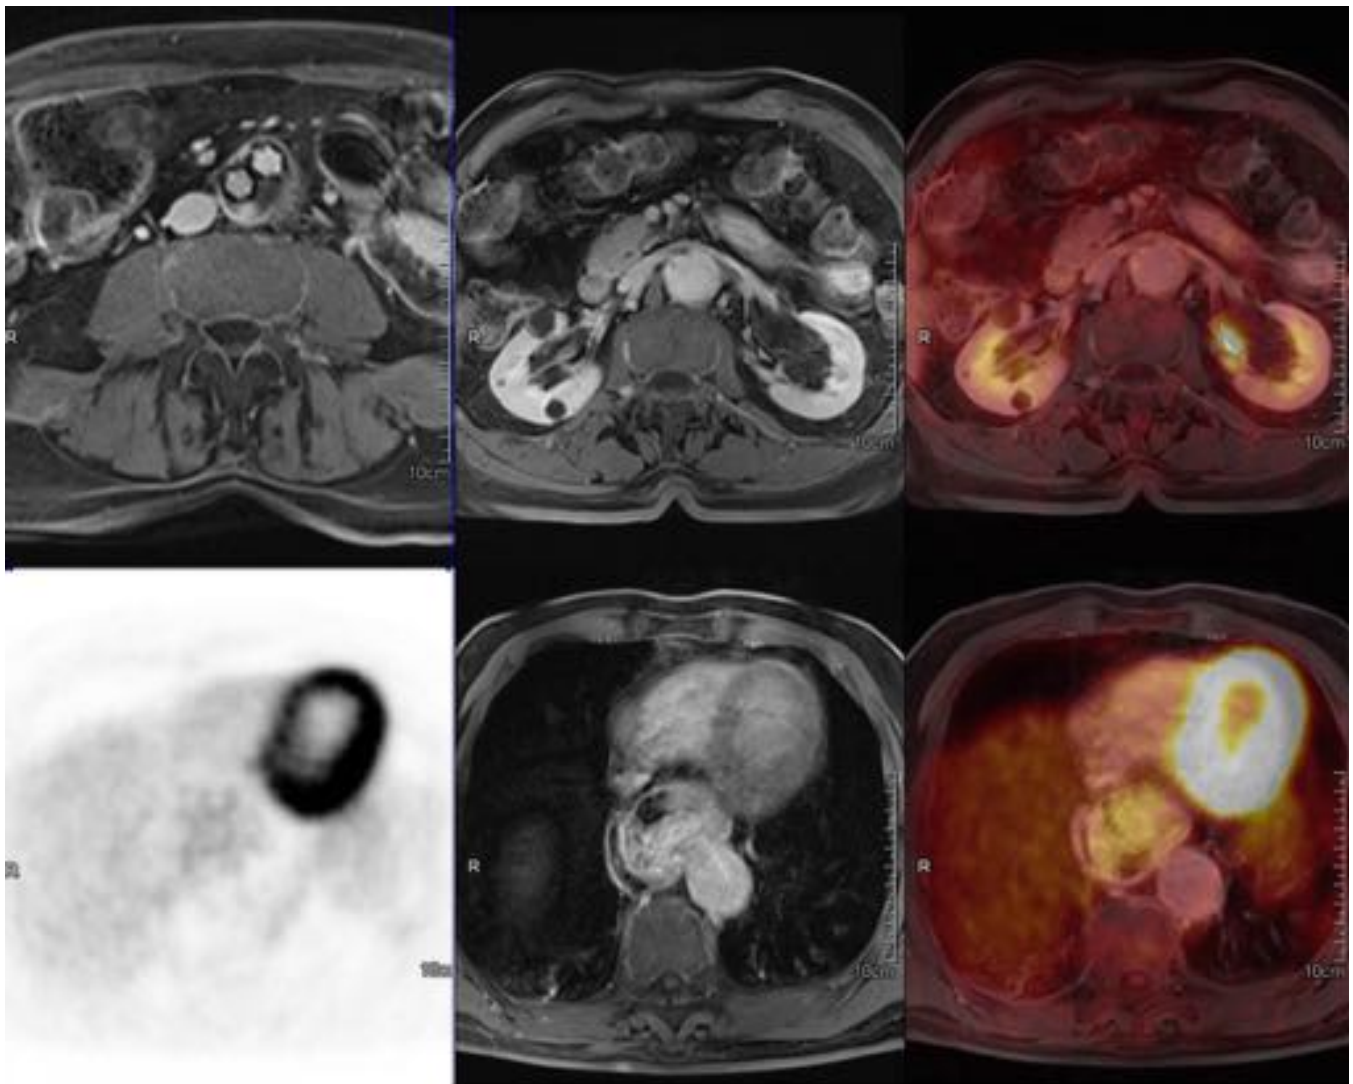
PET-RM de seguimiento de linfoma, sin signos de recidiva. Hallazgos en RM: Arriba Izq. secuencia postcontraste iv. Véase fuga en endoprótesis aórtica. Dcha. numerosos quistes parapiélicos y quistes corticales renales. Abajo voluminosa hernia hiatal sin captación en PET (izq.), con llamativo engrosamiento parietal y realce en RM (centro). Fusión PET-RM imágenes de la dcha.
